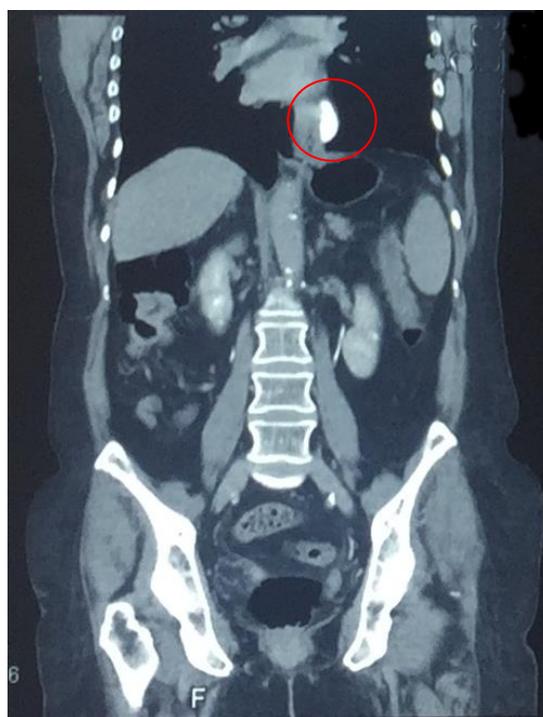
КТ – признаки дивертикула пищевода, располагающегося выше диафрагмы.
